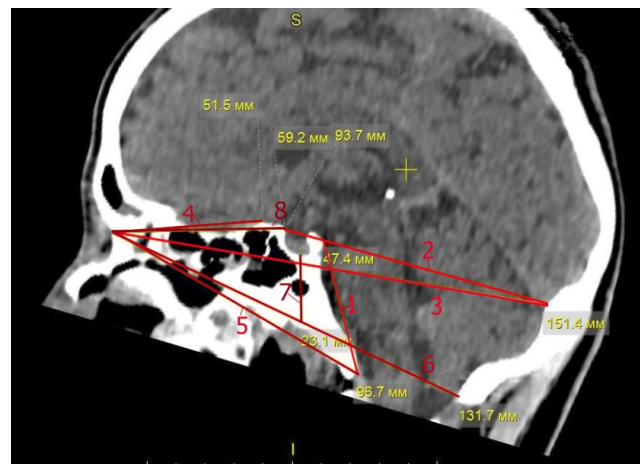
Краніотопографічні лінії на КТ знімках голови людей зрілого віку:
